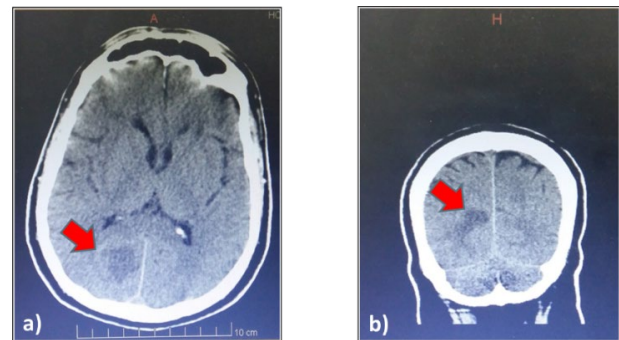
Tomografía simple de cráneo. a) plano axial, b) plano coronal
